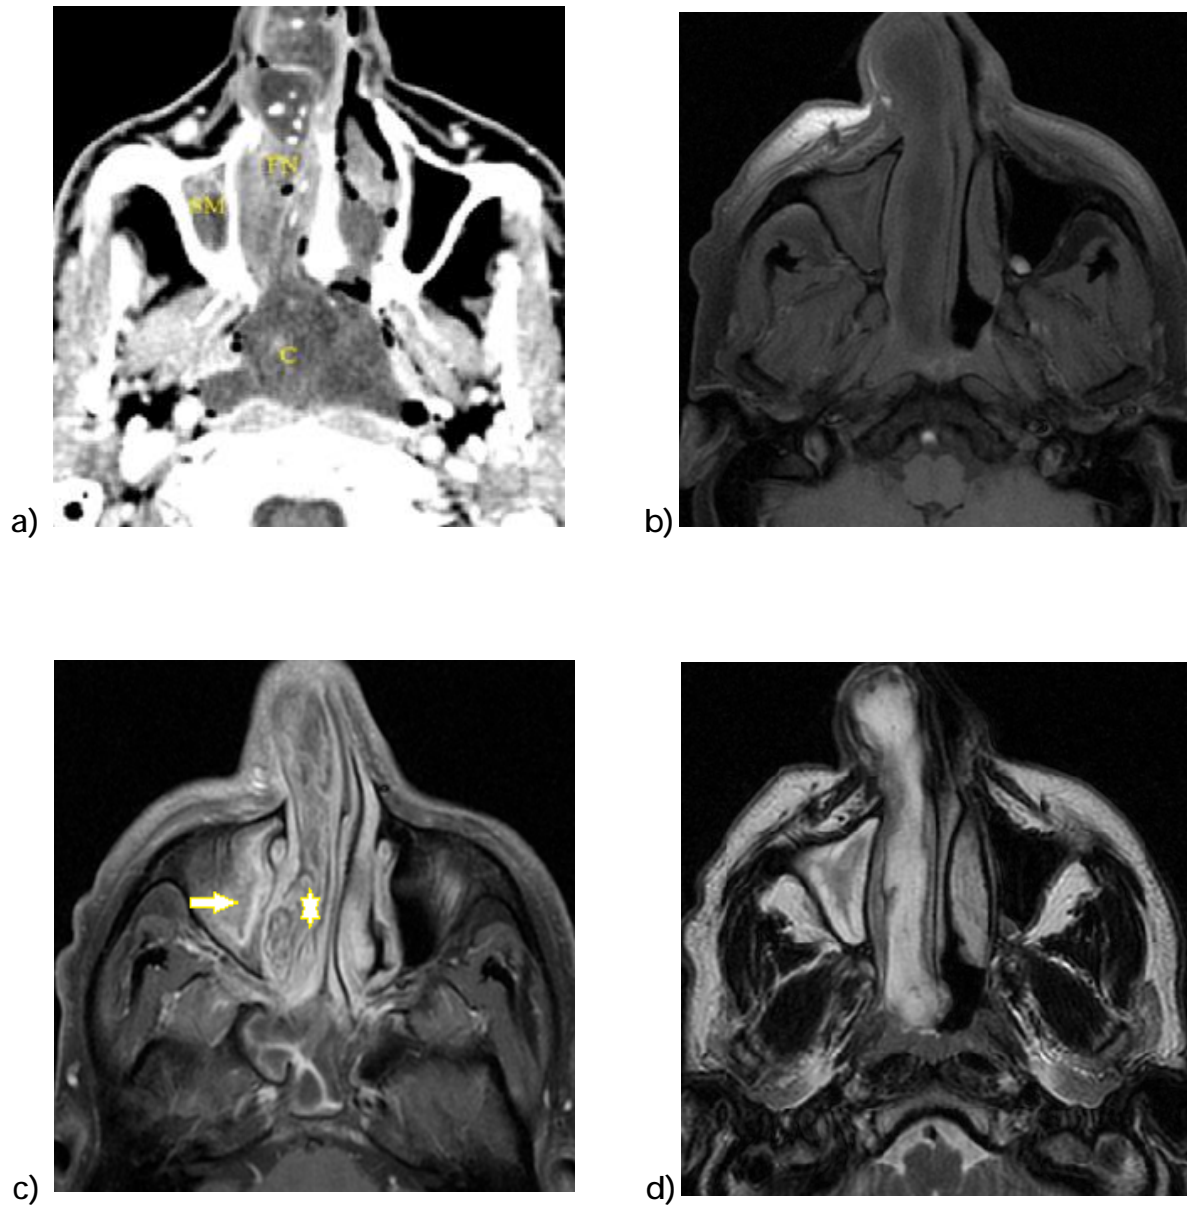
TDM (a) et IRM cavités nasosinusiennes en pondération T1 (b) et T1 gado (+) (c) et T2 (d) en coupes axiales, mettant en valeur l'aspect cérébriforme du comblement tissulaire de la fosse nasale (étoile) avec réhaussement hétérogène de la cavité nasale et du sinus maxillaire droit (flèche) et le rehaussement du cadre maxillaire (d) [Imagerie du CHU HassanII].
